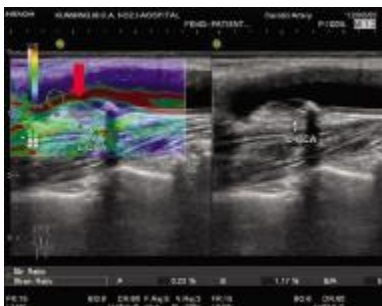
混合回声斑块(红色箭头所指)超声弹性图像显示为以蓝绿相间
